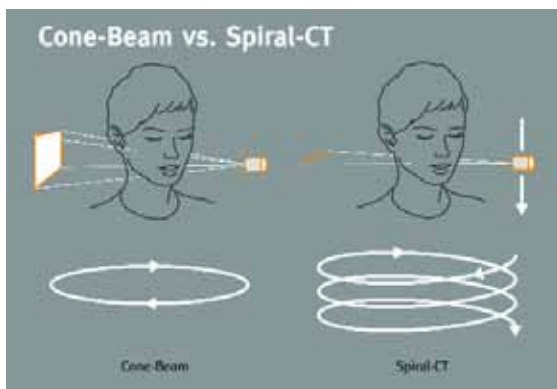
Vergleich der Funktionsweise der Cone-Beam bzw. DVT-Technologie (links) mit kegelförmigem Strahlengang und zeilenförmiger Abbildung beim Spiral-CT (rechts)
